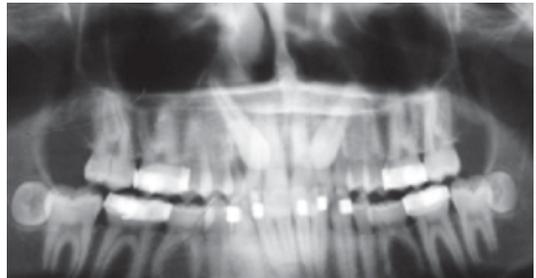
Radiografía panorámica donde se observan caninos superiores impactados con migración mesial de los segmentos posteriores.
